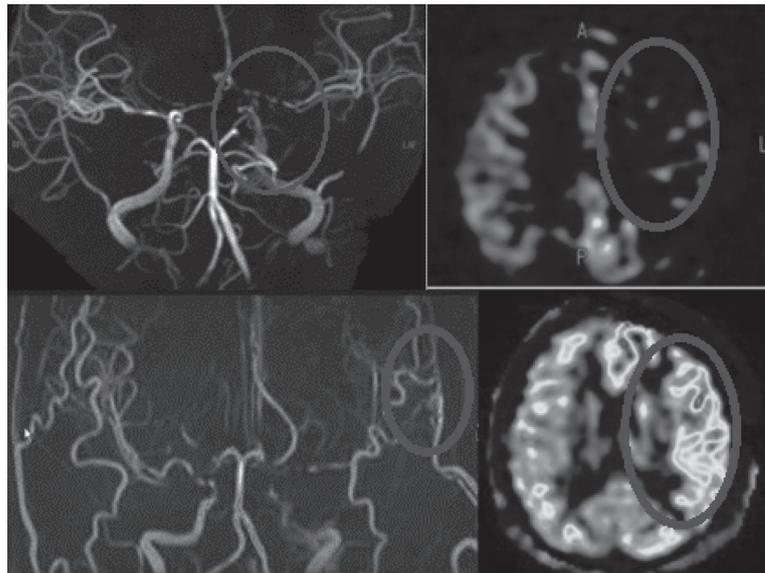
МРТ-ангиография и ПЭТ до и после операции.
